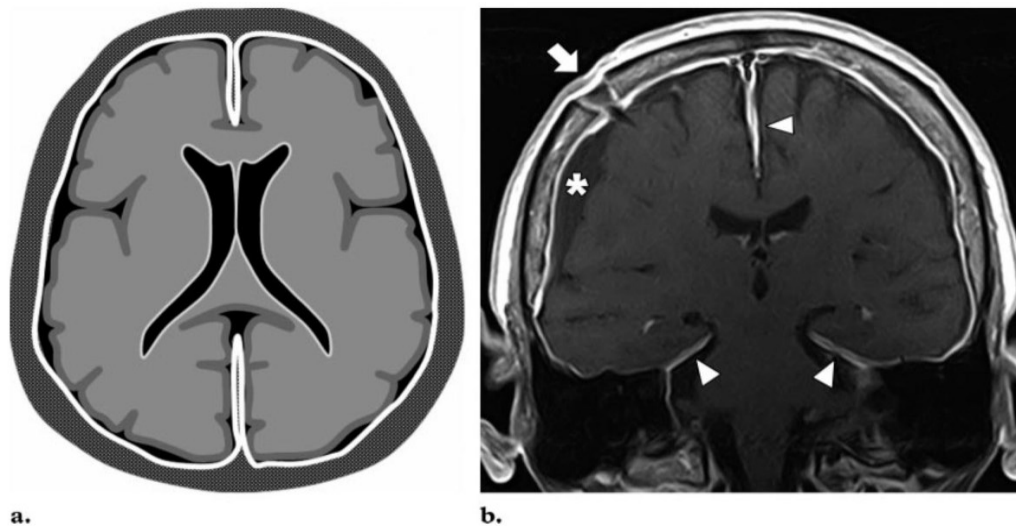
Pachymeningeale Signalerhöhung. (a) Übersicht des Kontrastmittelverhaltens bei KM-Aufnahme der Dura. (b) Die postoperative coronare KM-unterstützte T1-gewichtete MRT-Aufnahme eines Patienten, dem ein Shunt-Katheter implantiert worden war (Pfeil), zeigt eine diffuse und relativ dünne Kontrastmittelanreicherung entlang der Innenseite des Schädels, der Falx und des Tentoriums (Pfeilköpfe). Zusätzlich finden sich subdurale Flüssigkeitsansammlungen (Stern). (Smirniotopoulos et al. 2007, S. 528)
